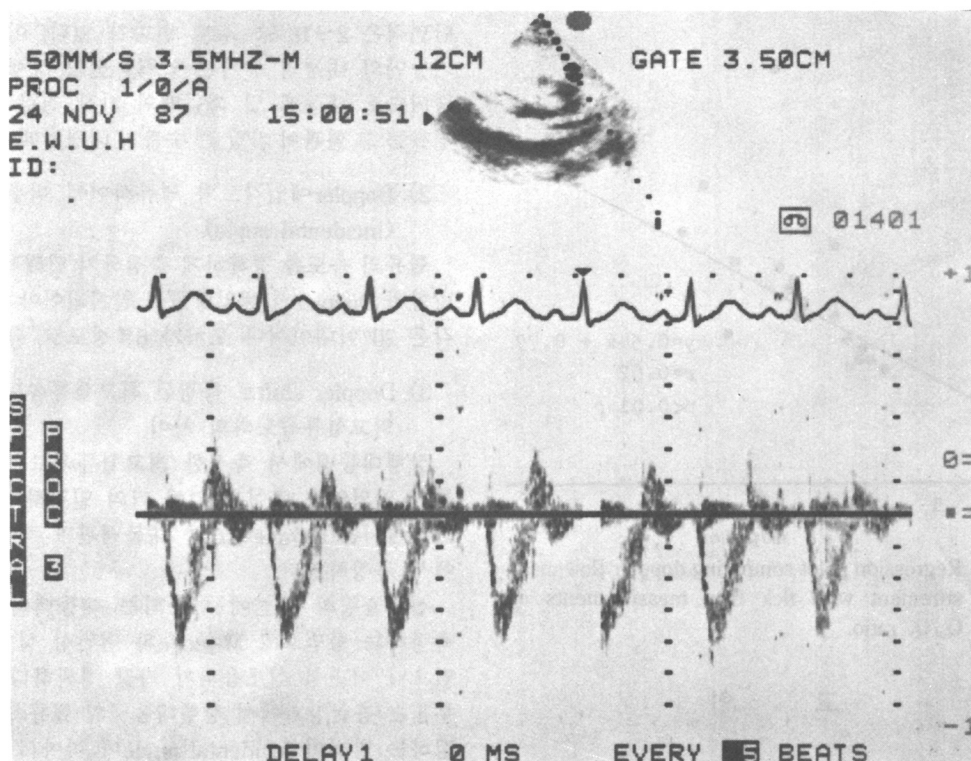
Doppler frequency time curve from main pulmonary artery in parasternal short axis view. Doppler sample volume was placed in pumonary artery.
